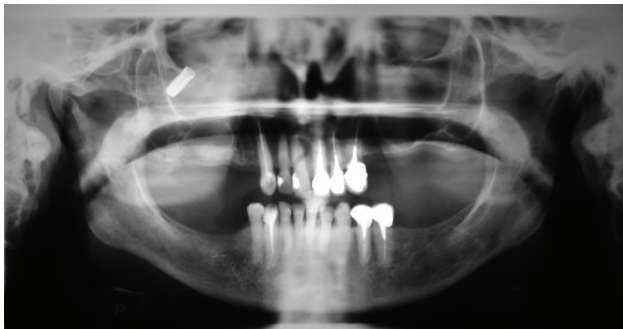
Radiografía panorámica de un implante dental alojado en el techo del seno maxilar derecho.
